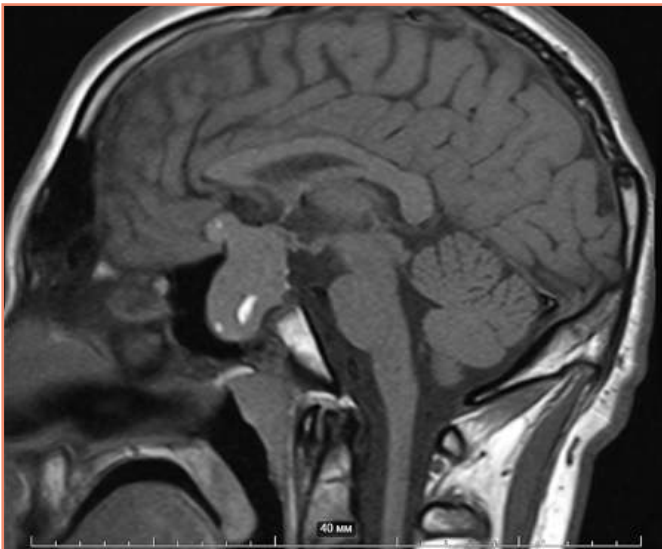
МРТ гипофиза с контрастированием (до операции) [предоставлено авторами] / MRI of the pituitary gland with contrast (before surgery) [provided by the authors]
